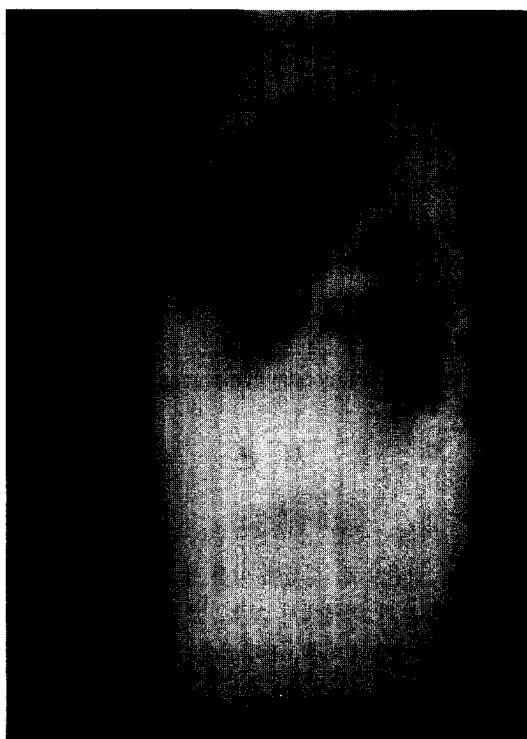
Lateral view of initial chest X-ray revealed loculated effusion at the left major fissure and pleural effusion at left lower thorax.
